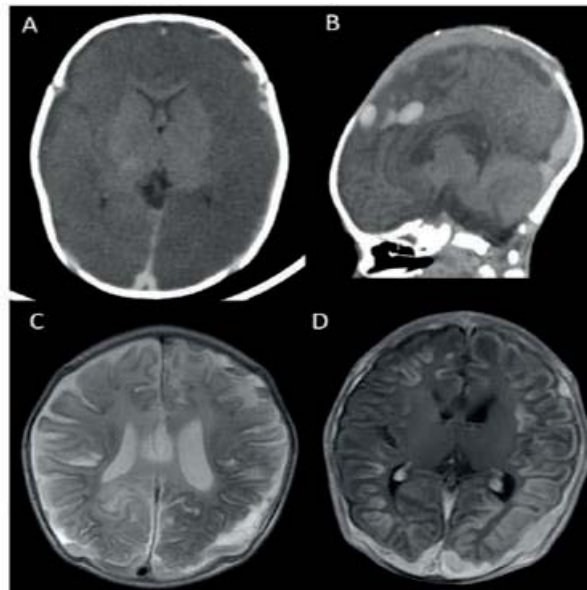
Trombosis venosa cerebral. Plano axial de Resonancia Magnética en secuencia T2 (A) y T1 contrastada (B) que muestra imagen hipointensa en la parte posterior del seno sagital superior con morfología triangular correspondiente al signo Delta. Se asocia a áreas de encefalitis y hematomas subdurales mixtos frontal izquierdo y parieto-occipitales. (C y D).
